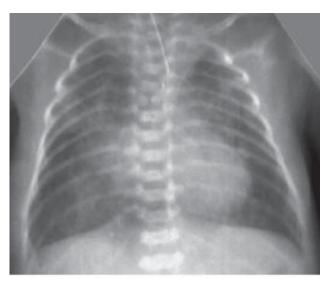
Рентгенограмма органов грудной клетки ребенка М., 4 месяцев
